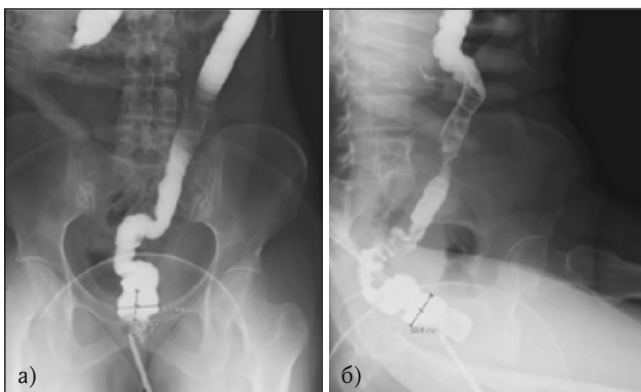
Рентгенологическое исследование «неоректума» и ободочной кишки
